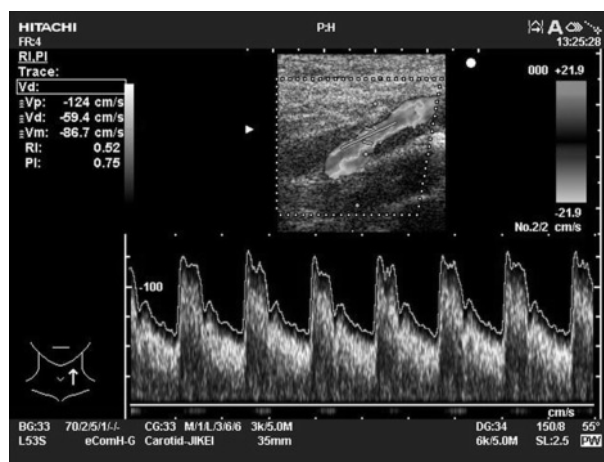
Doppler measurement.
